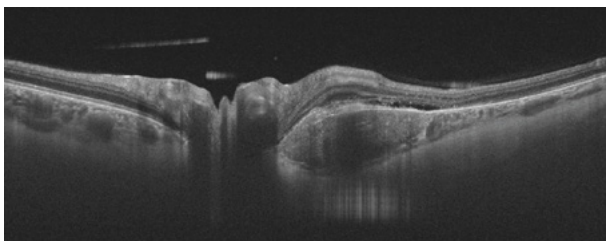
Tomografía de coherencia óptica swept-source del osteoma de la figura 3. Se observa un reemplazamiento de la coroides por una estructura densa correspondiente al hueso.
